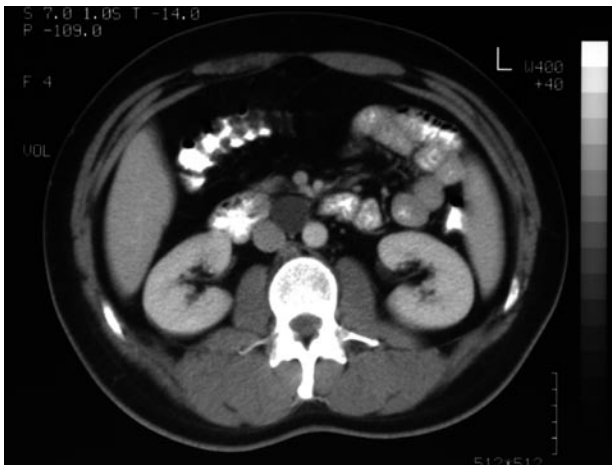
TAC abdominal donde se observa masa interaorto-cava de 5 cms de tamaño.
